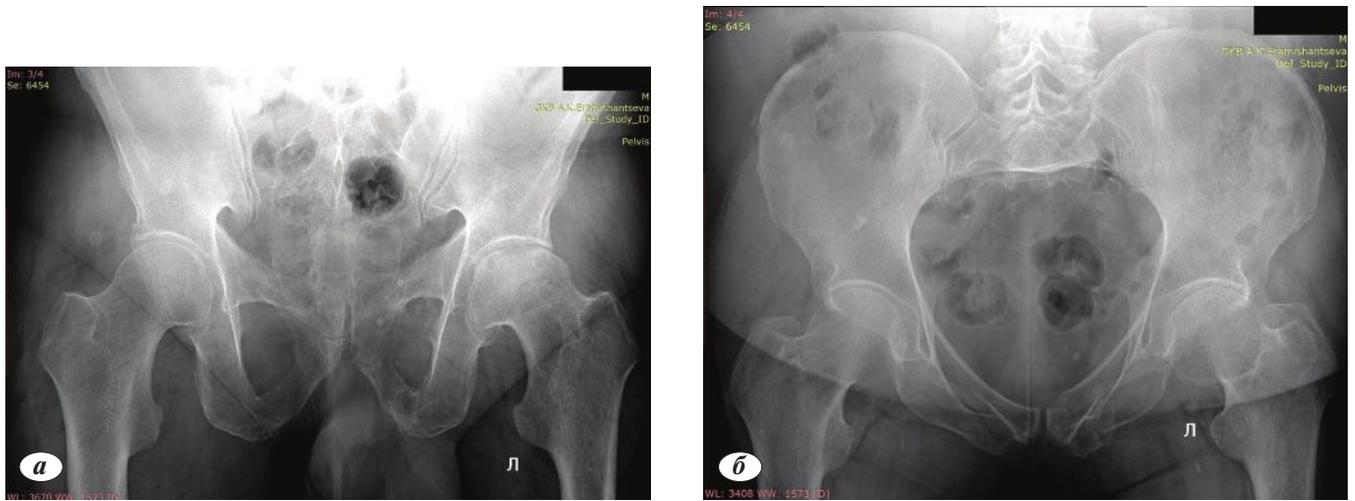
Пациент Л., 70 лет. Контрольные рентгенограммы через 12 мес. Консолидированный перелом лонной кости, ложный сустав ветви седалищной кости. *a* — проекция: выход из таза; *б* — проекция: вход в таз.
